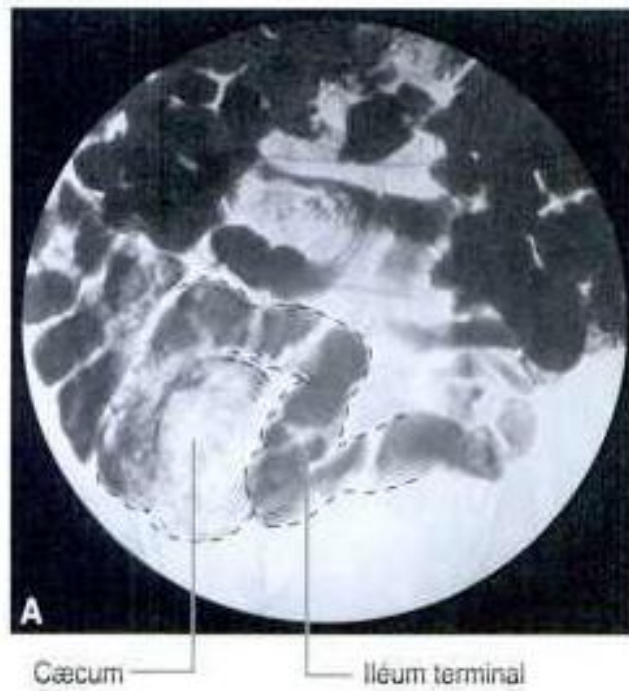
Radiographie montrant la jonction iléo-caecale.
